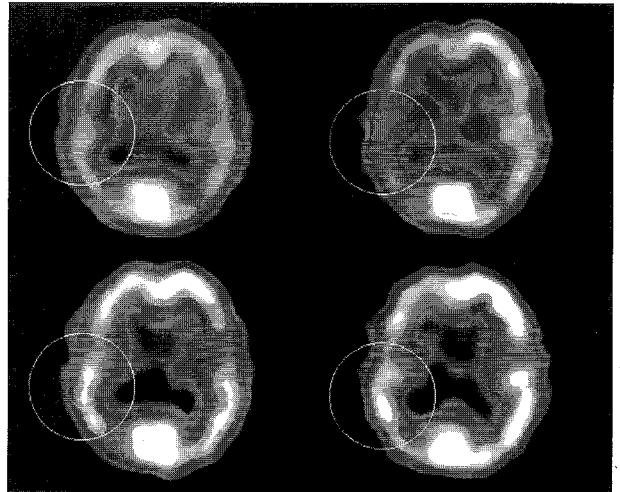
SPECT scan of patient with right MCA occlusion. Circled ROI is placed in the cortical ribbon of lesion side through the basal ganglia level. Preoperative SPECT with (upper right) and without Diamox (upper left) showed hypoperfusion and decreased vasomotor reactivity in the right MCA territory. Follow-up SPECT (lower) after EIAB, there was marked improvement in resting CBF and of vasomotor reactivity to diamox in the same vascular territory.
